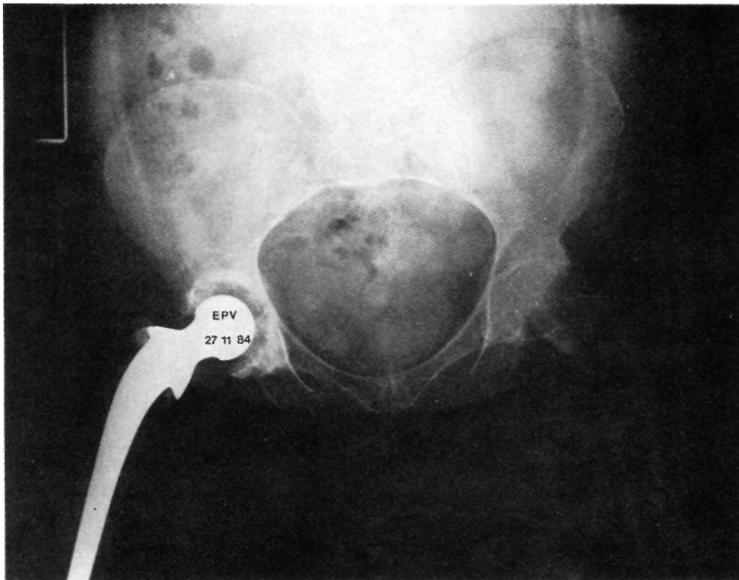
Radiografía de pelvis y ambas caderas de una paciente afectada de coxartrosis bilateral. En la derecha se le colocó una prótesis total y en la izquierda se observa disminución del espacio articular y quistes subcondrales.
